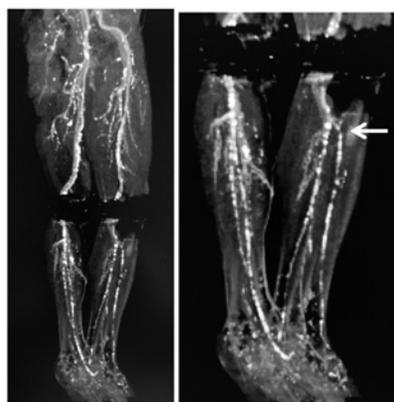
造影CT画像 膝窩動脈以下の3分岐は描出されていた。（矢印）
